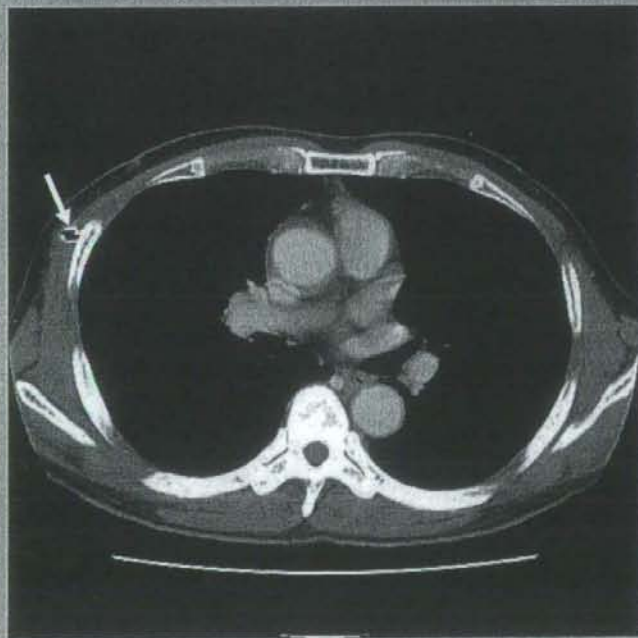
胸腔鏡により胸膜中皮腫であるとの診断時の胸部CT
